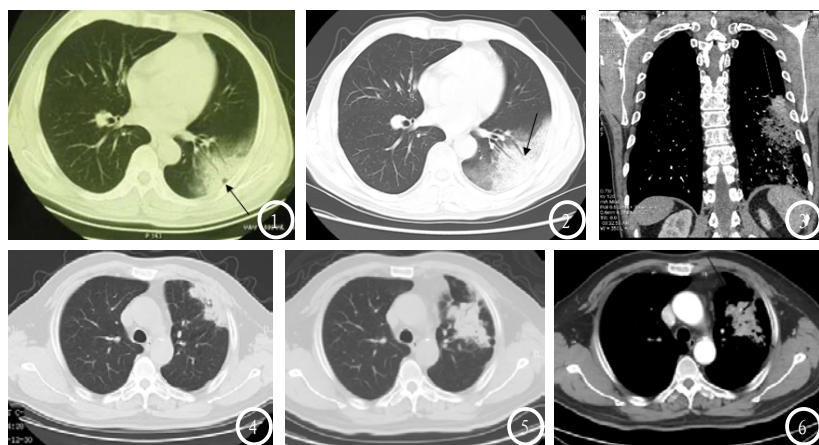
左肺下叶大片状模糊影,边界不清,其内见空气支气管征和“空泡征”(箭头)。图2 3个月后复查左肺下叶病变明显范围增大,且变致密,远端支气管变细、闭塞(箭头)。图3 增强CT显示实变区内明显强化的“血管征”(长箭)。图4 左肺上叶胸膜下不规则片块影,边界较清晰。图5 11个月后复查,左肺上叶病灶移位,范围增大,密度变实,呈不规则肿块状,周围可见“卫星灶”。图6 病灶内见“血管征”(长箭)和“空泡征”(短箭),实质部分明显强化,其内支气管走行扭曲。
